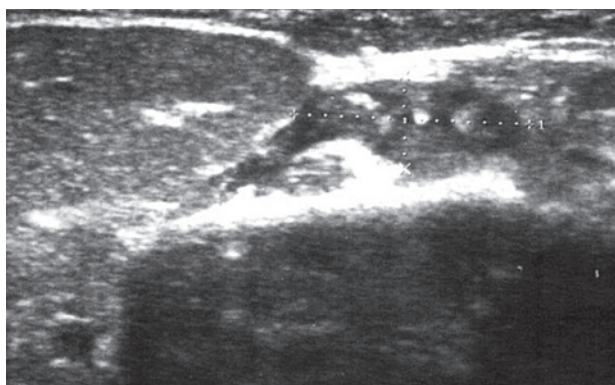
УЗИ правой околоушной слюнной железы
